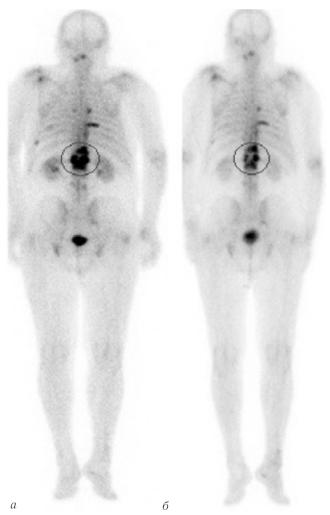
Сравнение данных остеосцинтиграфии в задней проекции до лечения (a) и после 6 циклов РНТ РФЛП на основе радия-223 хлорида (б)
